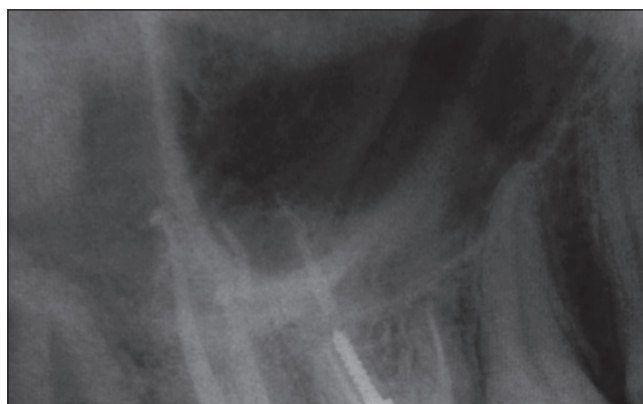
Рентгенограмма зуба 3.6 через 12 месяцев
